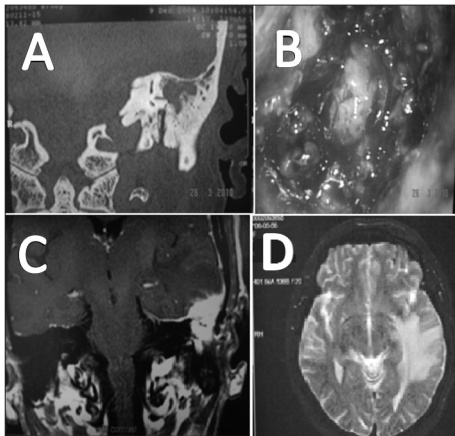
A: Tomografia computadorizada de ossos temporais evidenciando lesão que erodia o canal semicircular lateral; B: Aspecto do tumor no intraoperatório; C: Ressonância magnética (RM) de crânio T1 pós-contraste mostrando a invasão do tumor no lobo temporal esquerdo; D: RM de crânio em T2, na qual observa-se grande edema cerebral.
